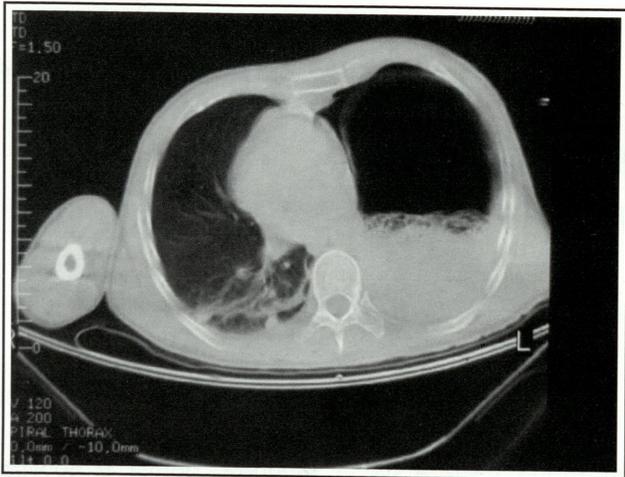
TAC torácico realizado a las 48 horas del ingreso.
